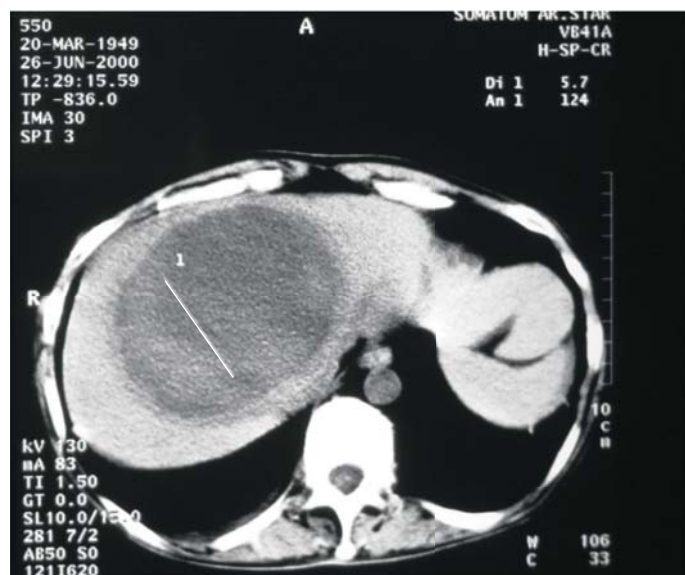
КТ органов брюшной полости. Больной Н., 51 год. Абсцесс печени.
